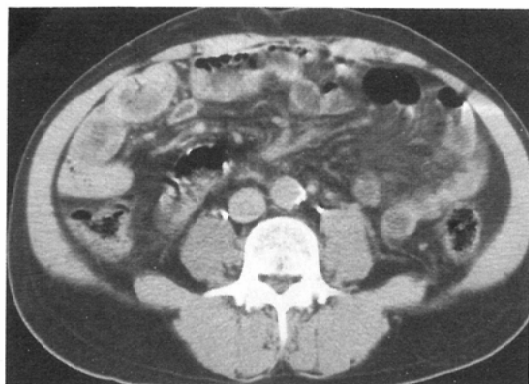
CT scan of a 63-year-old man with liver cirrhosis. Every mesenteric vessel is obscured. In comparison with the retroperitoneal fat, the mesenteric fat increases in density.
